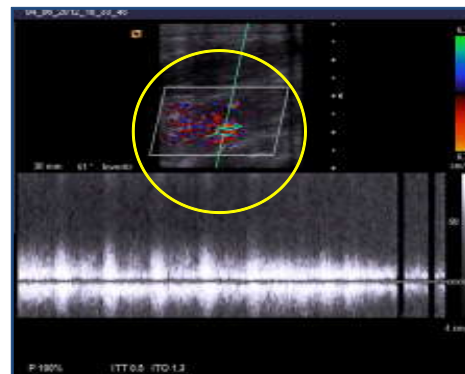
ecografía Doppler que muestra fístula AV.
